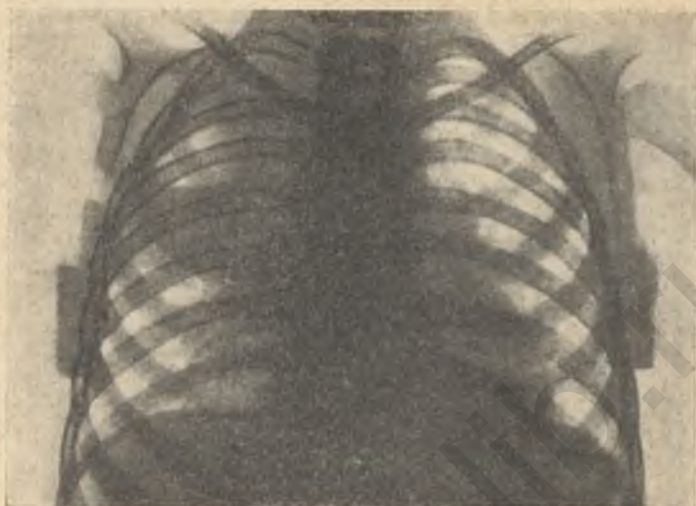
Рентгенограмма при казеозном туберкулезе легких с каверной в правом легком.
